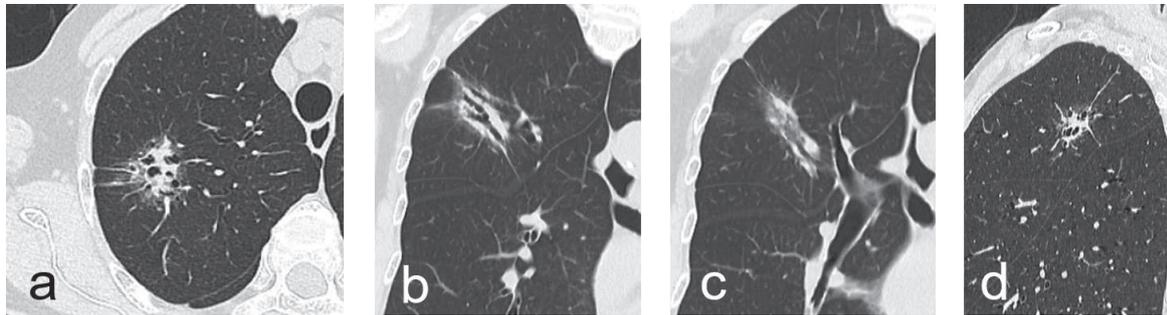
a~d 右上肺野病変のCT a:横断臓 b, c:冠状断像 d:矢状断像
